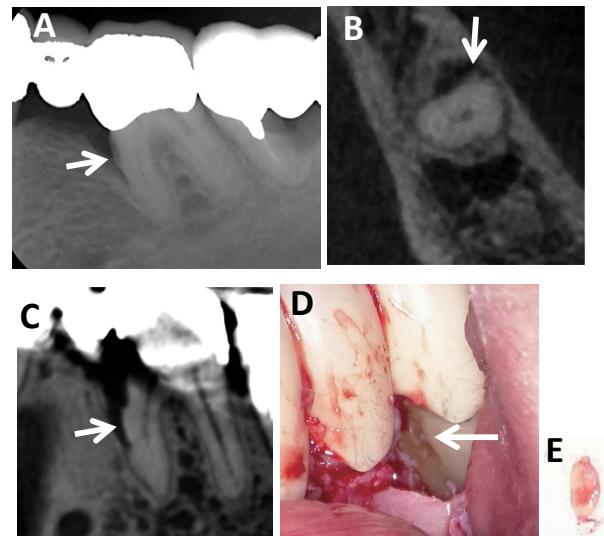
デンタルX-pとCBCTの比較（続・日常臨床のレベルアップ&ヒント67選, デンタルダイヤモンド, 2025.より転載）
